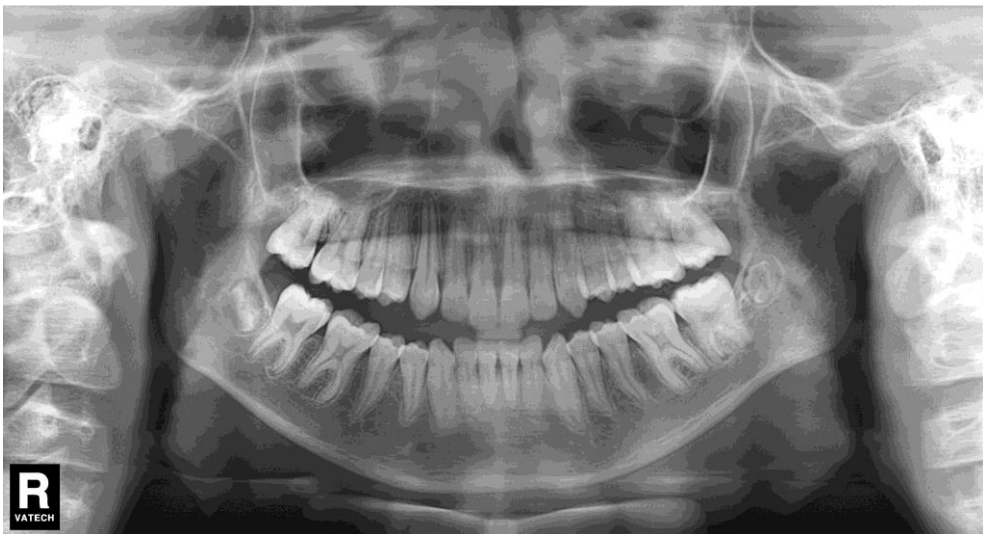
Radiografia panorâmica pós Bionator.
